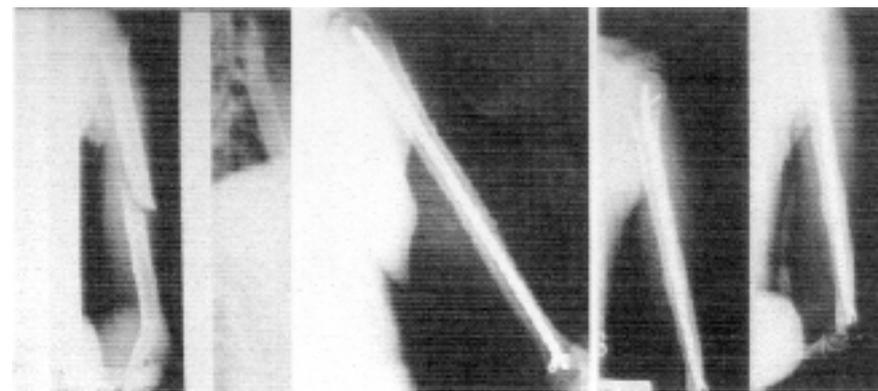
Frattura obliqua della diafisi dell'omero sinistro. a) Radiografia pre-operatoria; b) radiografia post-operatoria; c) radiografia a 2 mesi dall'intervento.
